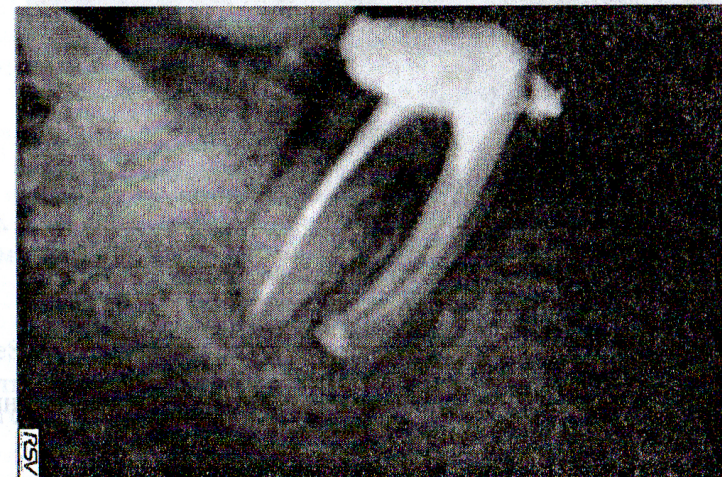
Постоперационная рентгенограмма зуба 47.
